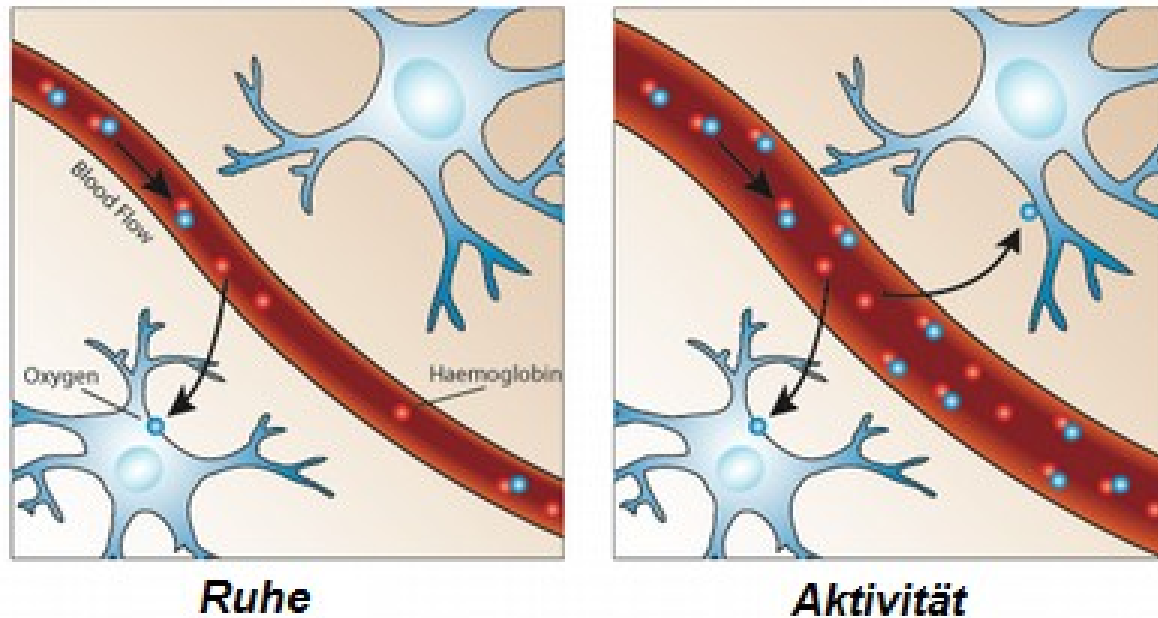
Die Grundlage des BOLD-Effekts: Unter Ruhebedingungen überwiegt der Anteil des deoxygenierten Hämoglobins (siehe linke Abbildung). Kommt es jedoch zu einer Aktivierung verschiedener Gehirnareale, so sinkt der Anteil des deoxy-Hbs ab, welches eine gesteigerte Signalintensität im MRT zur Folge hat.
